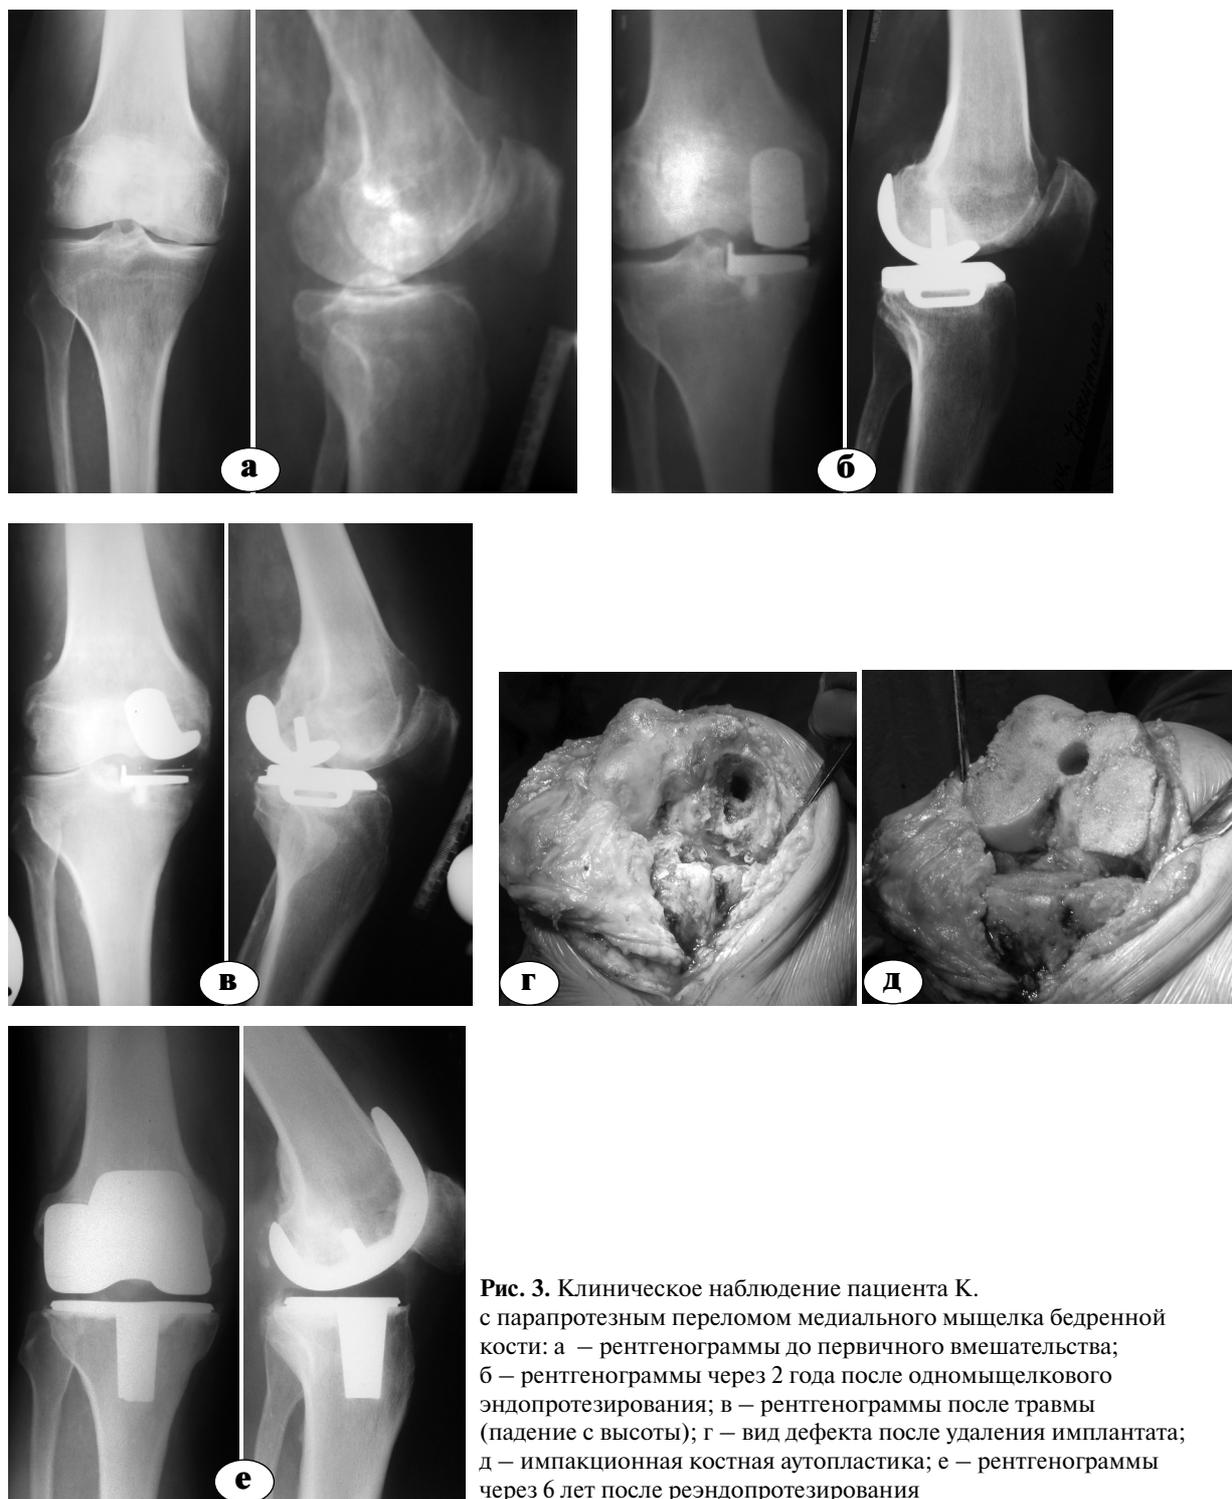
Клиническое наблюдение пациента К. с парипротезным переломом медиального мыщелка бедренной кости: а – рентгенограммы до первичного вмешательства; б – рентгенограммы через 2 года после одномыщелкового эндопротезирования; в – рентгенограммы после травмы (падение с высоты); г – вид дефекта после удаления имплантата; д – импакционная костная аутопластика; е – рентгенограммы через 6 лет после реэндопротезирования
